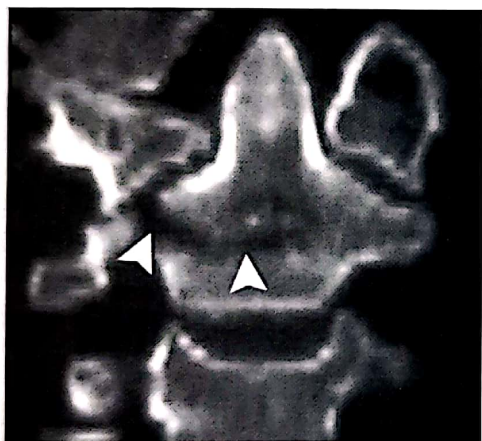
Fractură de odontoidă tip III – imagine CT coronală.
